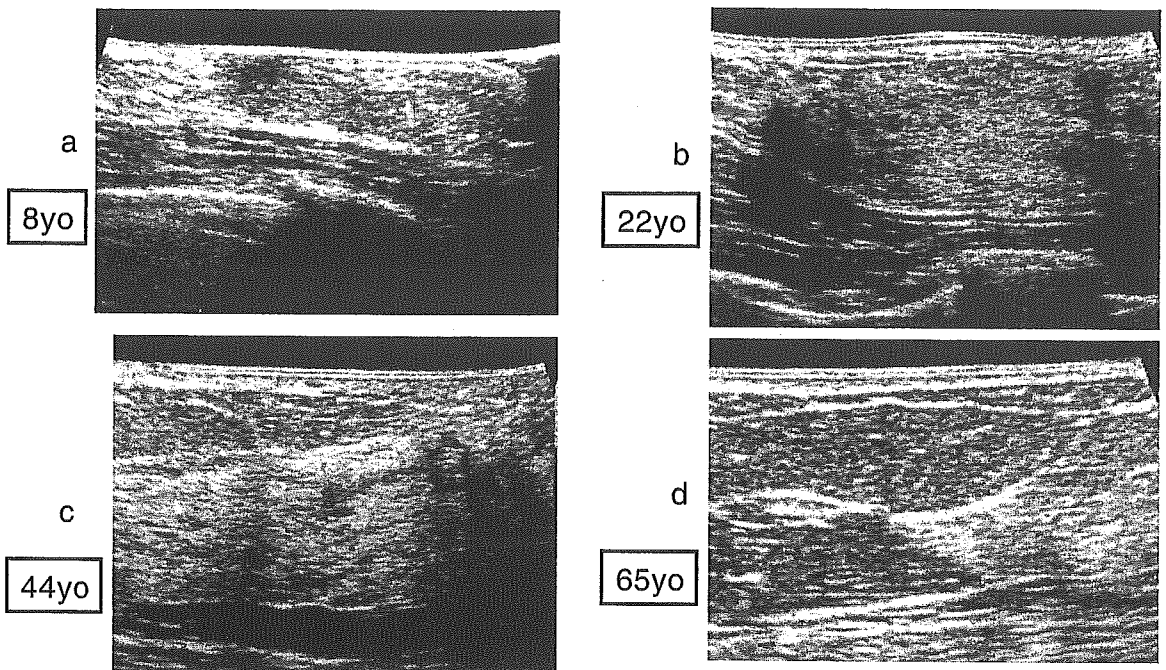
Ultrasonic breast images and patient age
